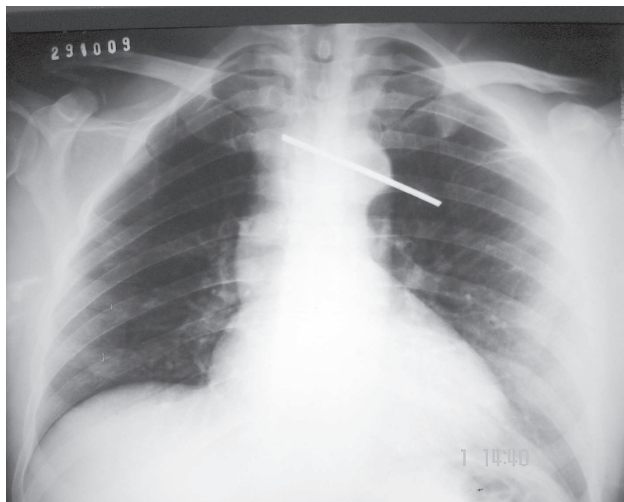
Radiografia de tórax com fio de aço em mediastino
